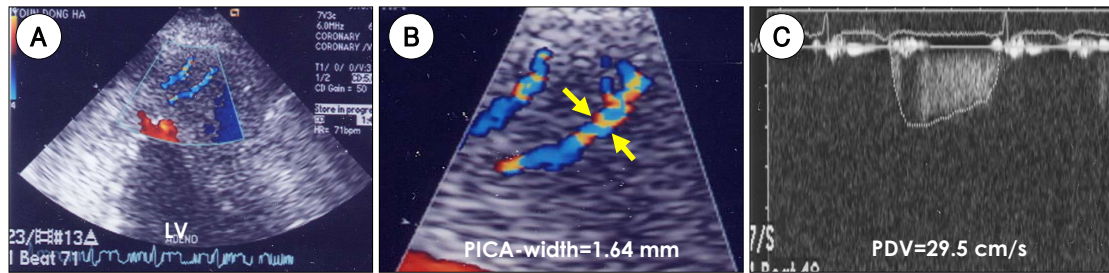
Detection of PICA signals. A: color Doppler signal of PICA in the apex of left ventricle. B: zooming image of the apex for measurement of PICA-width. C: pulsed Doppler signal of PICA in the same subject. PICA: penetrating intramyocardial coronary artery, PDV: peak diastolic velocity, LV: left ventricle.
